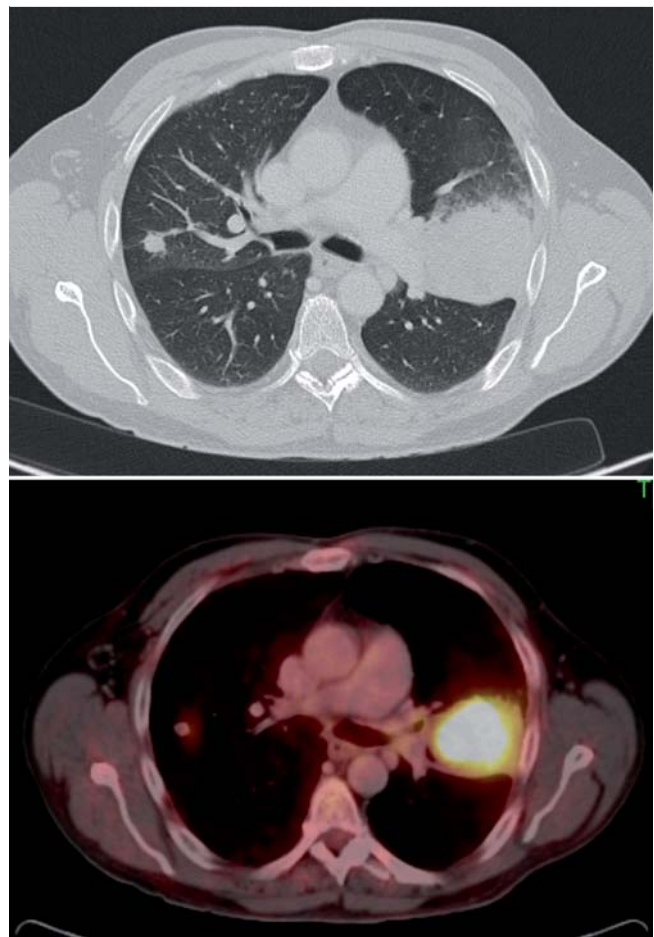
Staging mit PET-CT ist heute der Standard.
